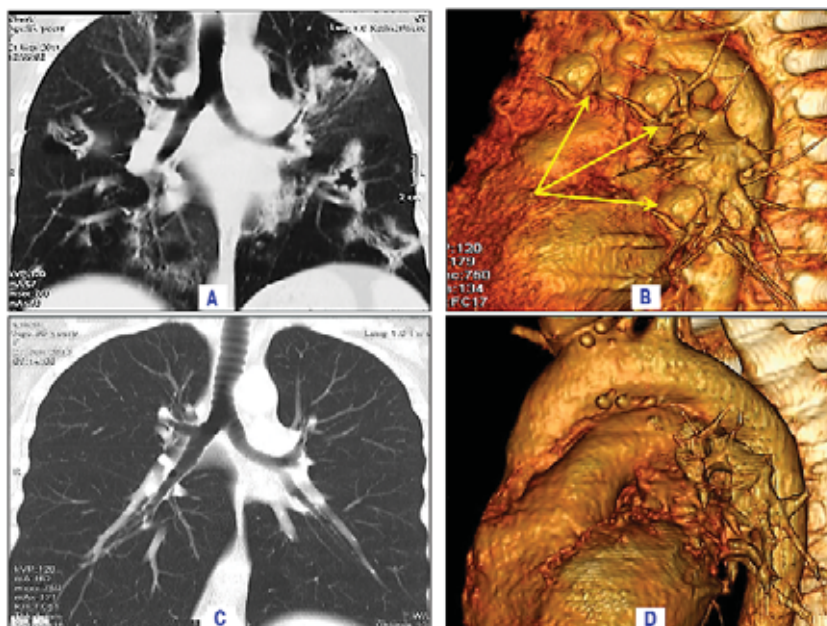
Больная Е. 52 лет. Саркоидоз II стадии, мультиспиральное компьютерно-томографическое исследование в динамике: А, В — при первом обследовании, С, D — при 2-м обследовании через 6 мес. после курса глюкокортикостероидов (выраженная положительная динамика); А, С — двухмерное мультипланарное реформирование во фронтальной плоскости; В, D — объемный рендеринг в левой боковой проекции; при 2-м обследовании: С — полное лизирование паренхиматозных фокусно-конгломеративных консолидаций с центральной деструкцией; D — нормализация внутригрудных лимфатических узлов
